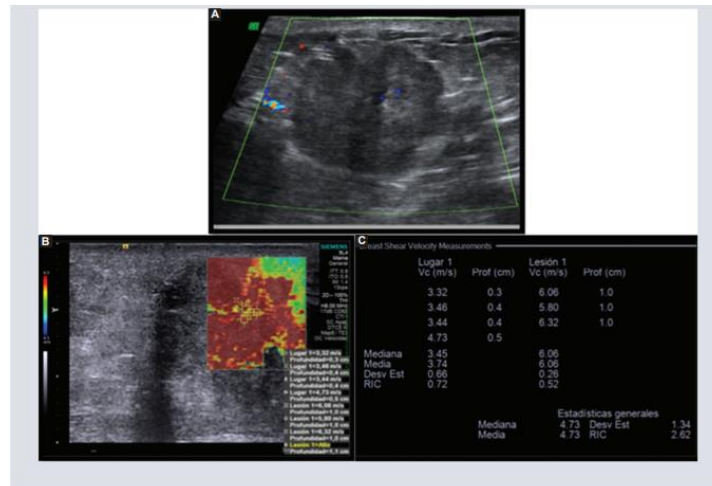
A: ultrasonido modo B: nódulo redondo, margen microlobulado, heterogéneo, con escasa señal al Doppler color. B: elastografía por onda de corte, reacción desmoplásica y patrón de mapeo de color 4. C: algoritmos de cálculo con velocidad media de 4.73 m/s.
